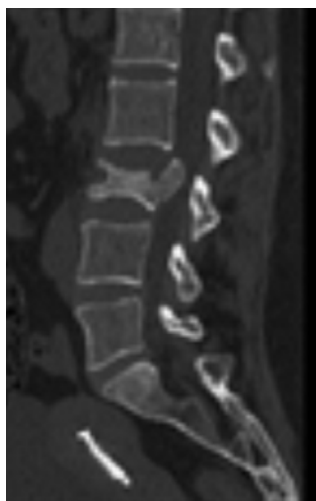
TC axial (A) y sagital (B) que muestra una fractura de L3.
